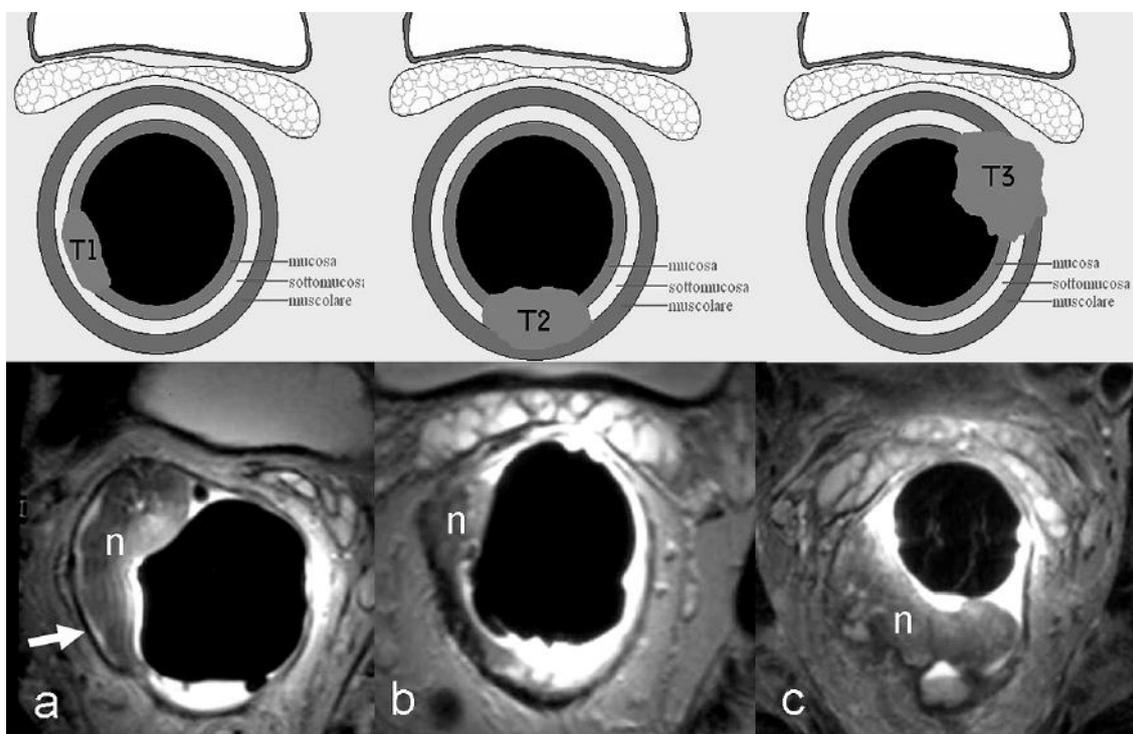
RM del retto con bobina endorettale. La bobina endorettale permette di valutare l'infiltrazione parietale della neoplasia (n) sulla base dell'integrità della linea ipointensa più esterna (freccia) che rappresenta la tonaca muscolare propria. Nello stadio T1 (a) questa linea appare continua, nello stadio T2 (b) risulta interrotta in più punti, mentre nello stadio T3 (c) non risulta più riconoscibile.
